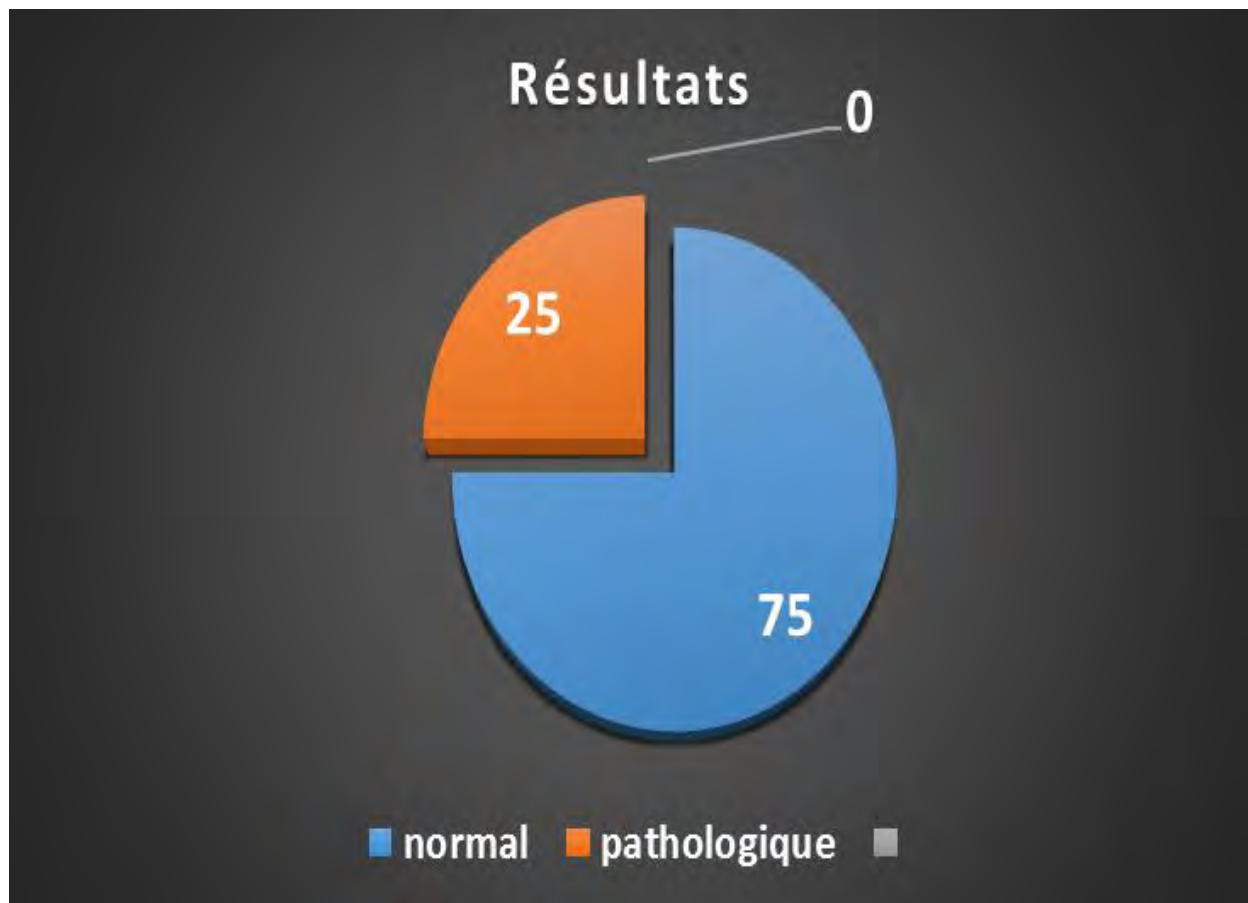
Répartition des radiographies selon les résultats
